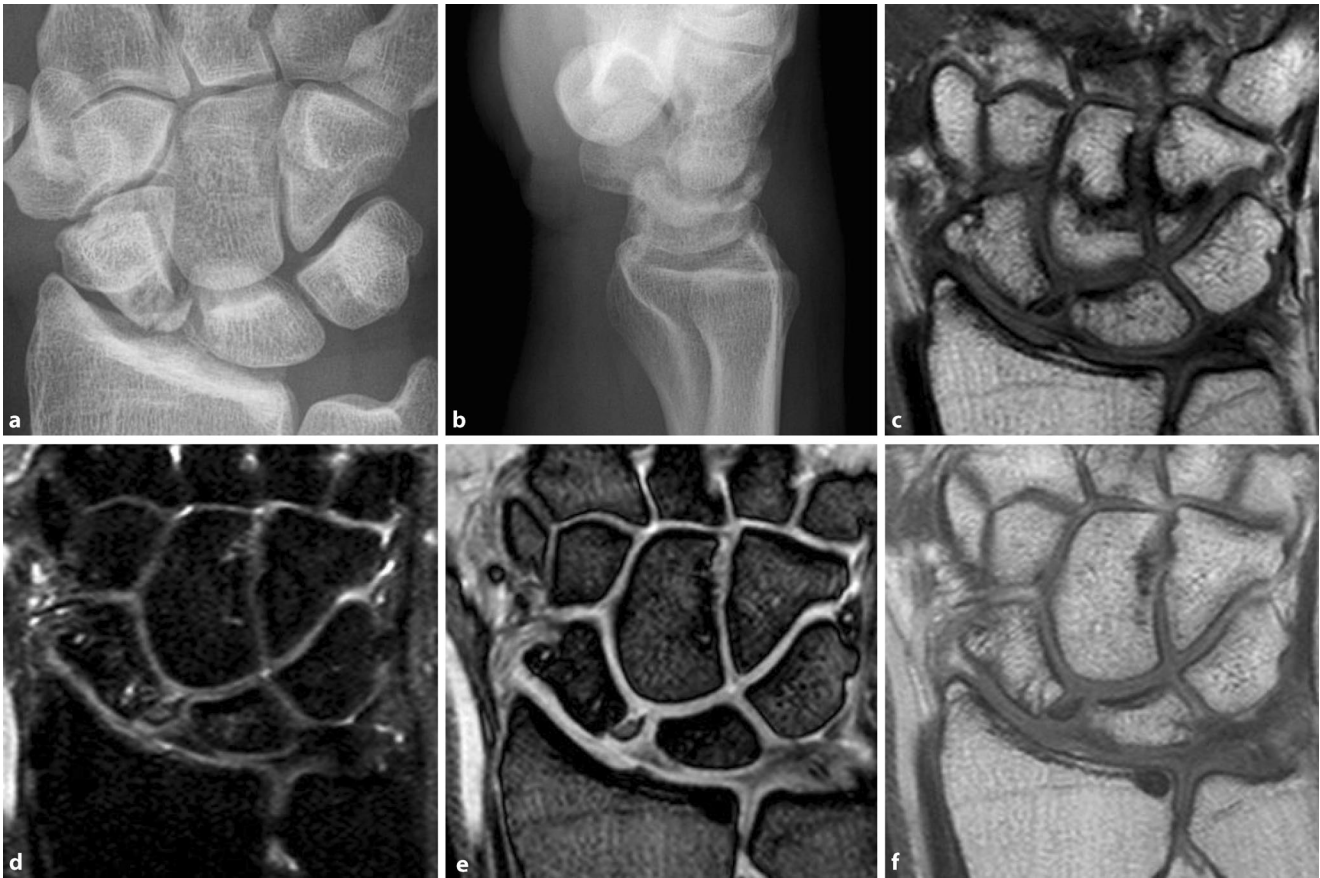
▲ Fraktur des proximalen Fragments mit Ausbildung einer vollständigen Nekrose. a, b Röntgen a.-p. und seitlich, disloziertes, proximales Fragment mit Pseudozysten. c T1w koronal, hypointenses proximales Fragment. d PDw koronal, hyperintenses Signal des proximalen Fragments im Sinne eines Knochenödems. e T2w FFE (fast field echo) koronal, hyperintenses Signal im proximalen Fragments. f T1w TSE post-KM koronal, fehlende Kontrastmittelanreicherung des proximalen Fragments im Sinne einer Nekrose
